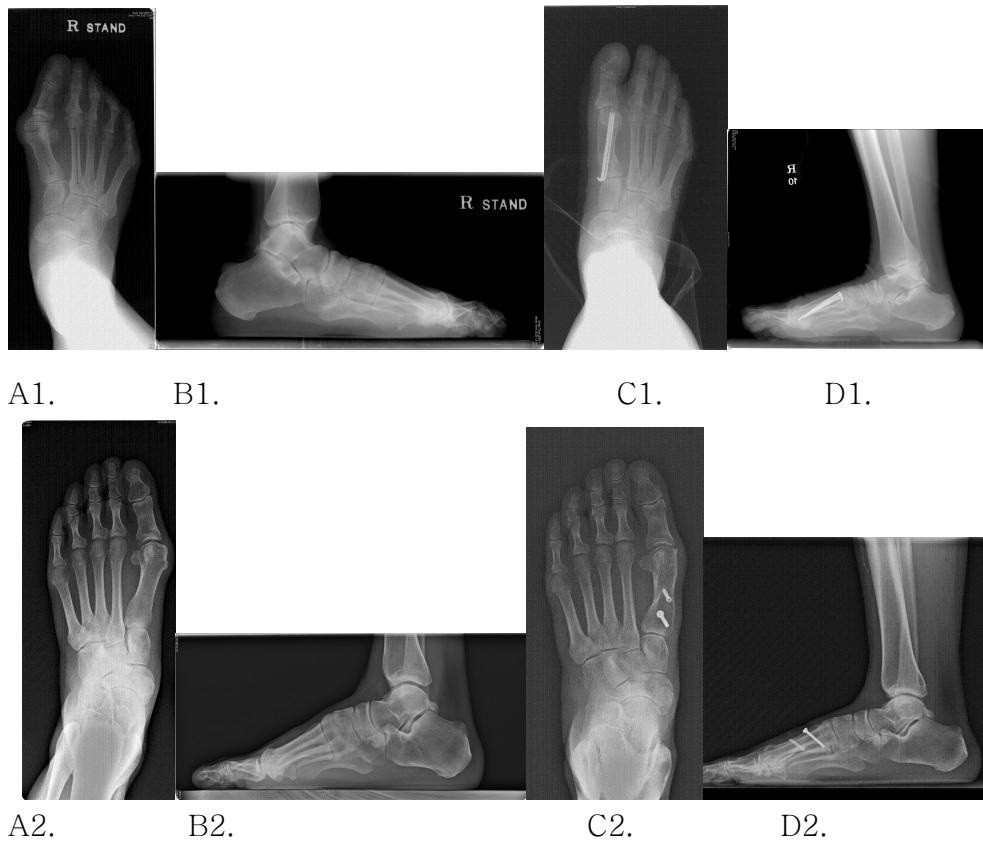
1군(1)과 2군(2)의 수술 전 후 방사선 사진.
